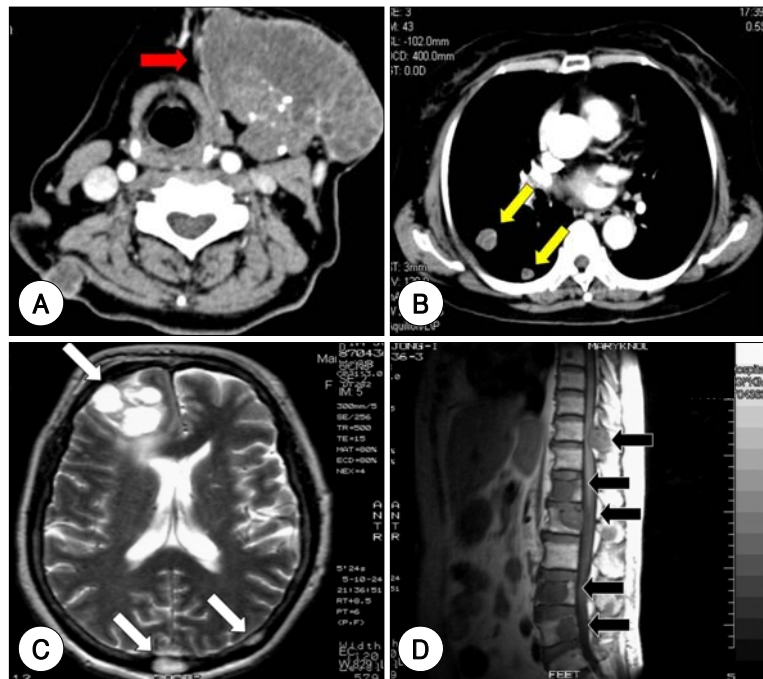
A : Axial head and neck CT with contrast enhancement showing large, lobulated soft tissue mass with in homogenous enhancement in left submandibular and anterior cervical spaces (red arrow). B : Chest CT with contrast enhancement showing multiple variable sized nodules scattered through out the lung (yellow arrows). C : Brain MRI showing multiple skull metastasis in right frontal, midline parietooccipital and left parietal bone and large lobulated mass lesion with central cystic portion (white arrows). D : Spinal MRI showing multifocal bone metastasis in the T-L spine with left lateral and posterior epidural mass at T10 & L3 levels (black arrows).
